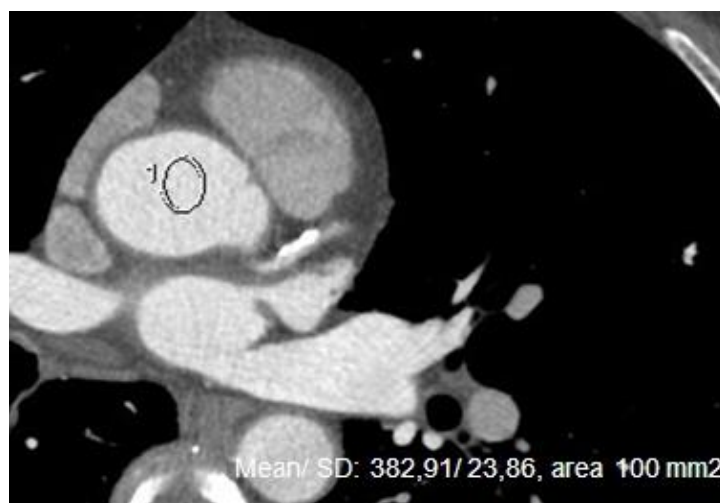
КТ коронарография, аксиальный срез на уровне корня ВА. Продемонстрировано измерение SNR и CNR.
